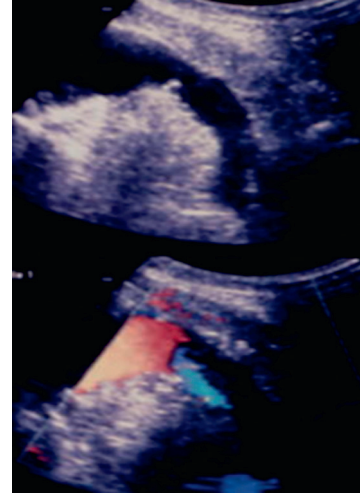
Thrombose de la veine rénale gauche non visible en mode B mais sans flux en mode Doppler.
